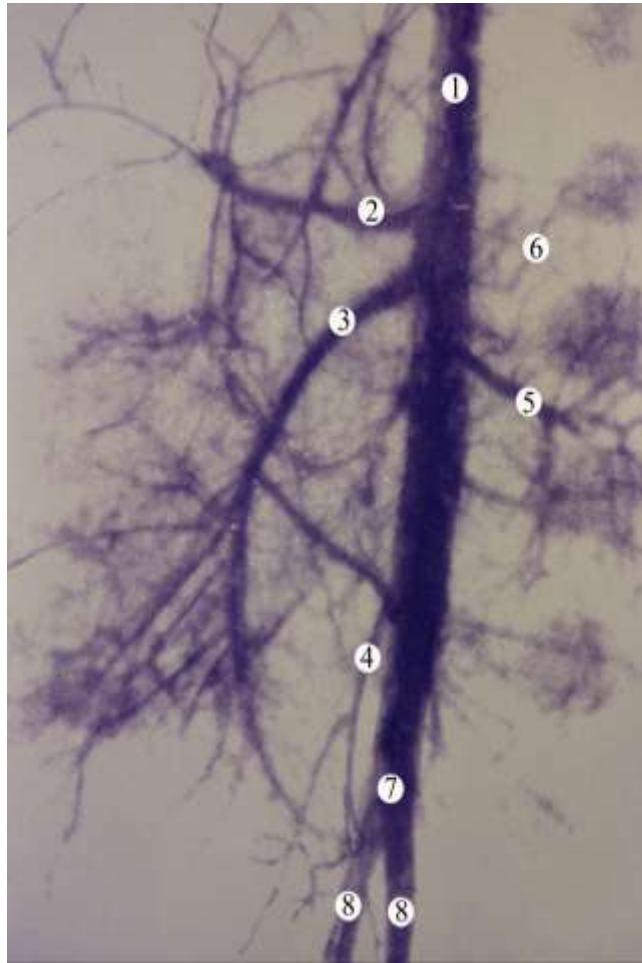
Рентгенограма аорти та її гілок у новонароджених.
